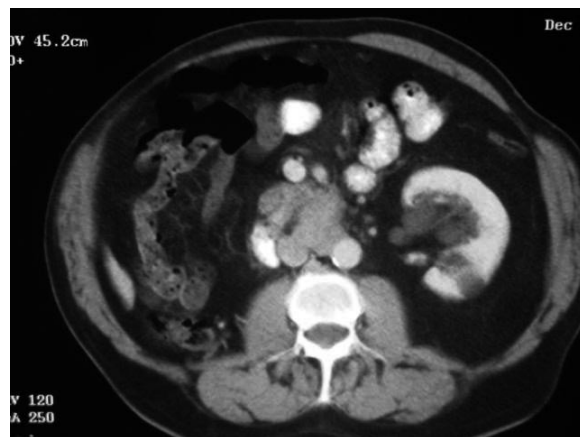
TAC 6 años después de la cirugía radical. Masa adenopática interaorto-cava, positiva para células tumorales tras punción con PAAF.
